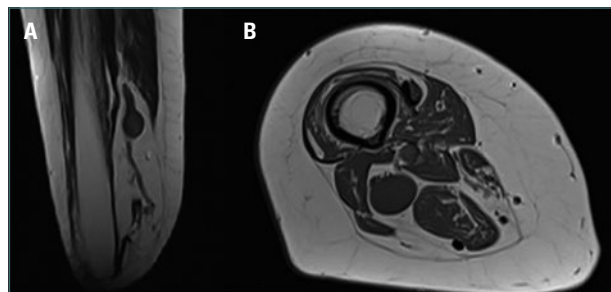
Resonancia magnética de la extremidad inferior derecha. A: coronal. B: axial.
